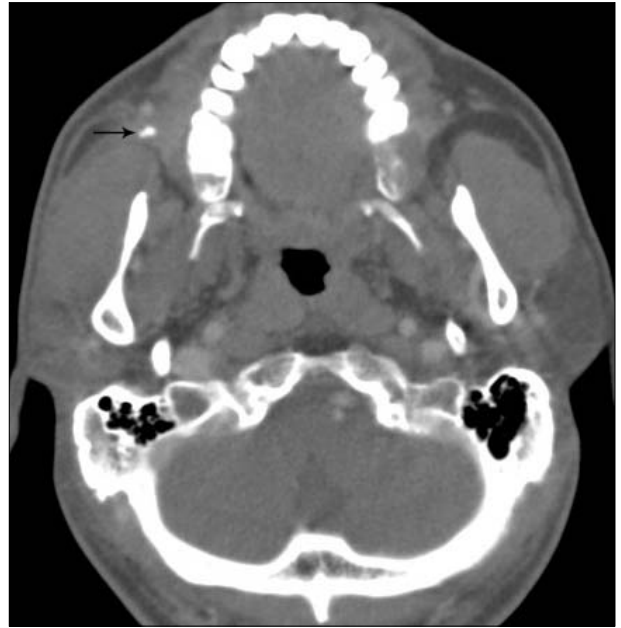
CT scan shows small high density in the right parotid duct (arrow).
